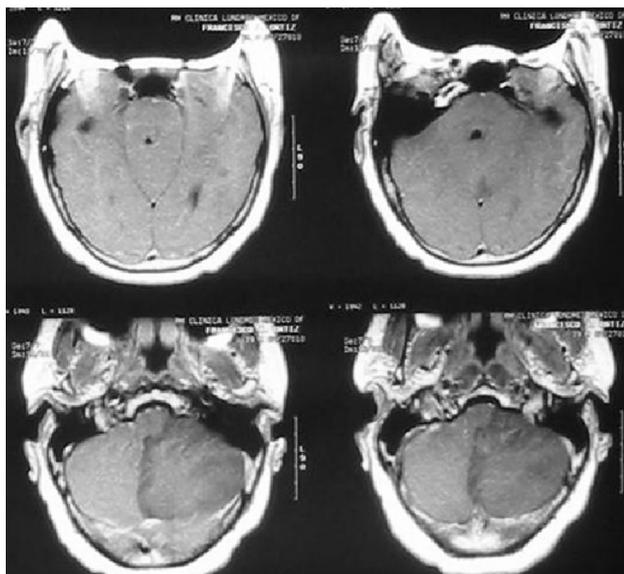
TAC de control que muestra avance de la isquemia del cerebelo.
